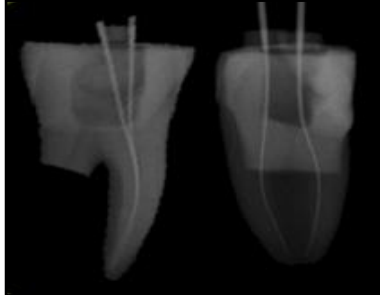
Radiografía Digital de la muestra.
